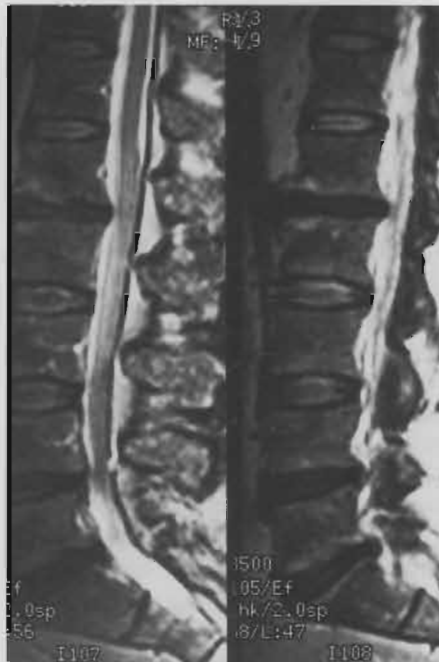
Kontroll-MRT mit NPP L1/2 und persistierendem NPP L5/S1, L4/5.
